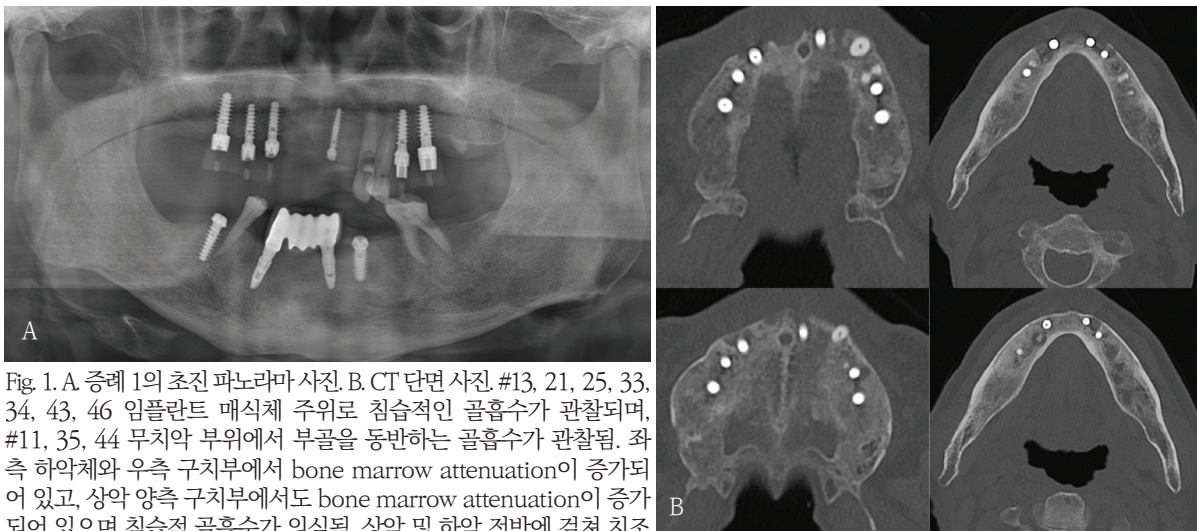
A. 증례 1의 초진 파노라마 사진. B. CT 단면 사진 #13, 21, 25, 33, 34, 43, 46 임플란트 매식체 주위로 침습적인 골흡수가 관찰되며, #11, 35, 44 무치악 부위에서 부골을 동반하는 골흡수가 관찰됨. 좌측 하악체와 우측 구치부에서 bone marrow attenuation이 증가되어 있고, 상악 양측 구치부에서도 bone marrow attenuation이 증가되어 있으며 침습적 골흡수가 의심됨. 상악 및 하악 전반에 걸쳐 치조백선이 소실되고 골소주가 짧고 불규칙해진 소견임.
